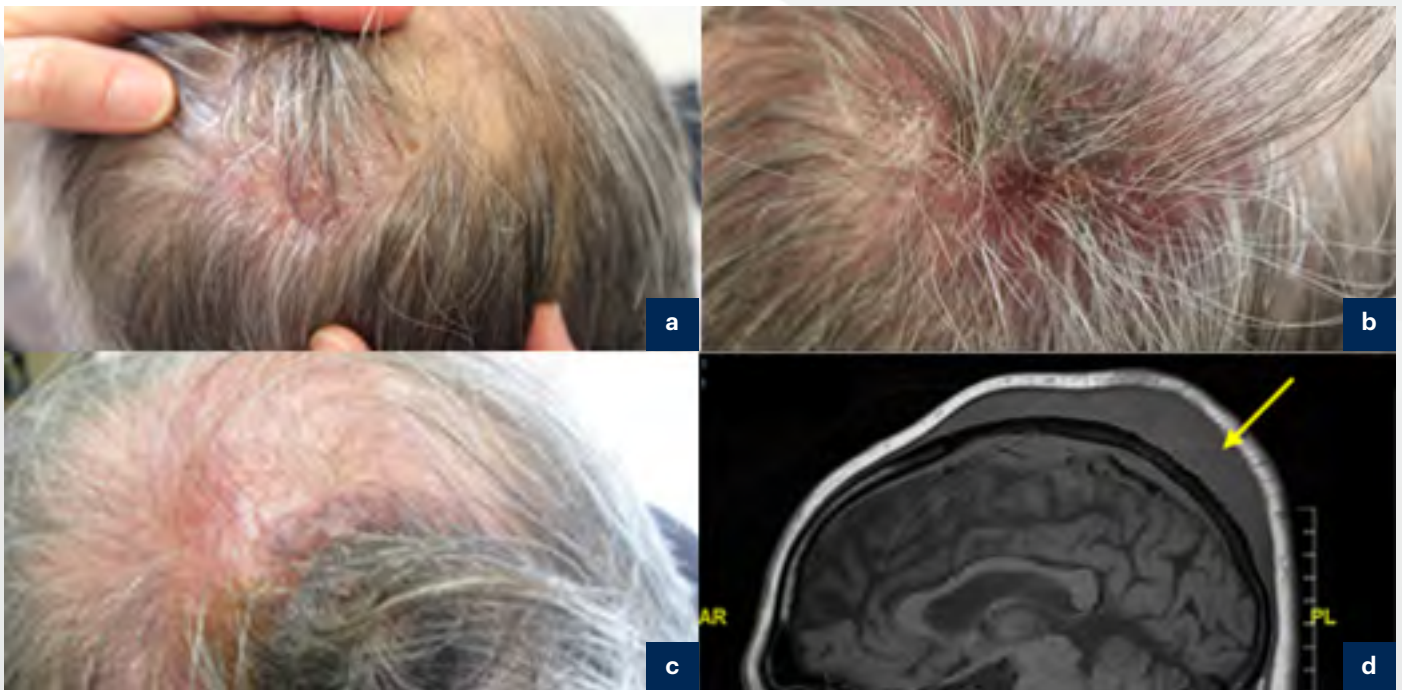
a) Imagen clínica del paciente al diagnóstico. b y c) Evolución de las lesiones nodulares a las 2 (Imagen 1b) y 4 semanas (imagen 1c) del diagnóstico. Se aprecia crecimiento significativo de las lesiones con necrosis extensa. d) Corte sagital de resonancia magnética. Se observa una masa extraaxial sólida bien delimitada de implantación dural, localizada en la región frontoparietal superior izquierda y temporal, que afecta al seno longitudinal superior. La lesión se asocia a una "gran masa" que afecta al tejido celular subcutáneo del cuero cabelludo en vertiente izquierda, heterogénea y ulcerada (fecha amarilla).
